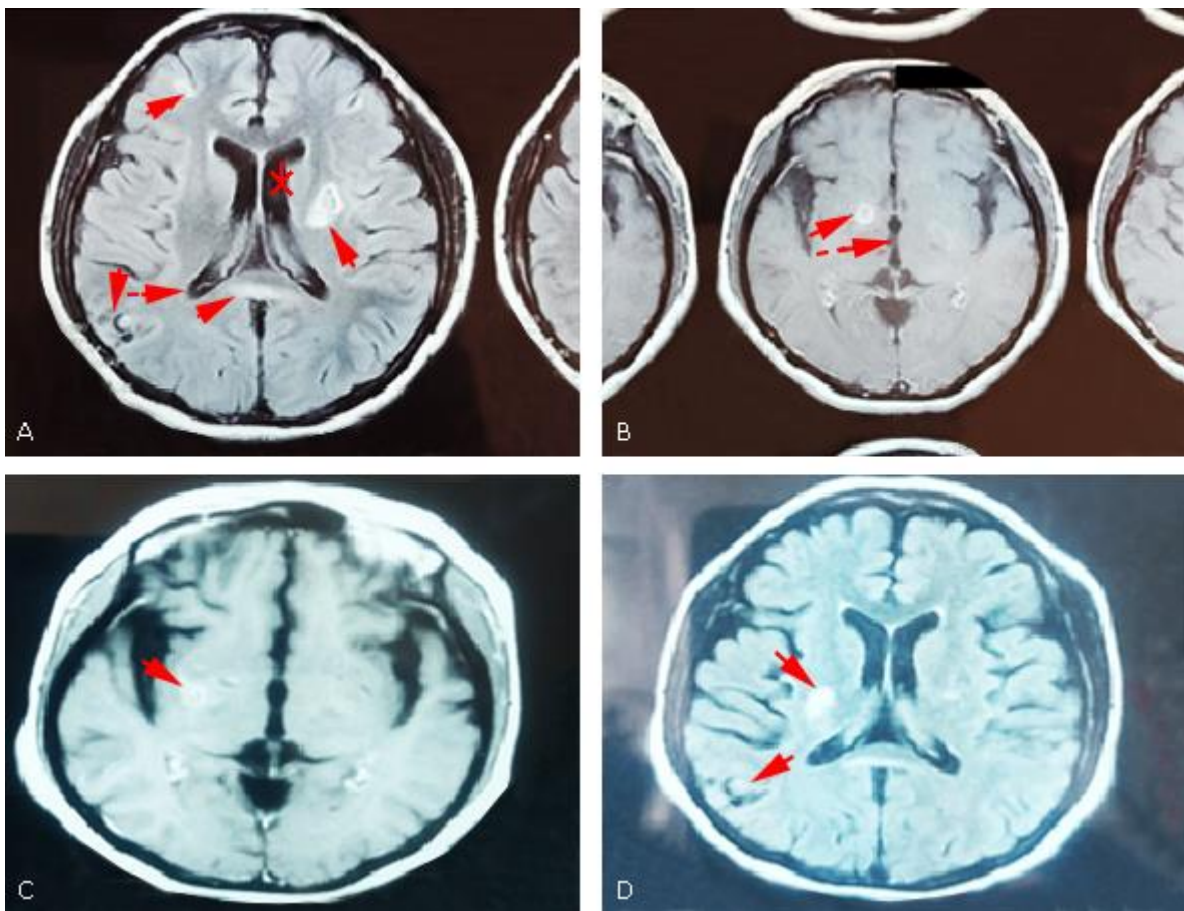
Resonancia magnética potenciada en FLAIR (de sus siglas en inglés *Fluid Level Atenuation Inversion Recovery*) y contrastada con gadolinio. A y B corresponden a un año antes del ingreso, donde se evidencian lesiones brillantes, dos de ellas realizadas en anillo (flechas continuas) y agrandamiento del tercer ventrículo y cuernos temporales (flecha discontinua) e hipointensidad en el núcleo caudado izquierdo (estrella). C y D corresponden a la fecha de ingreso en el servicio de emergencias donde aún se aprecian lesiones brillantes (flechas continuas) y la misma lesión quística (cabeza de flecha).
